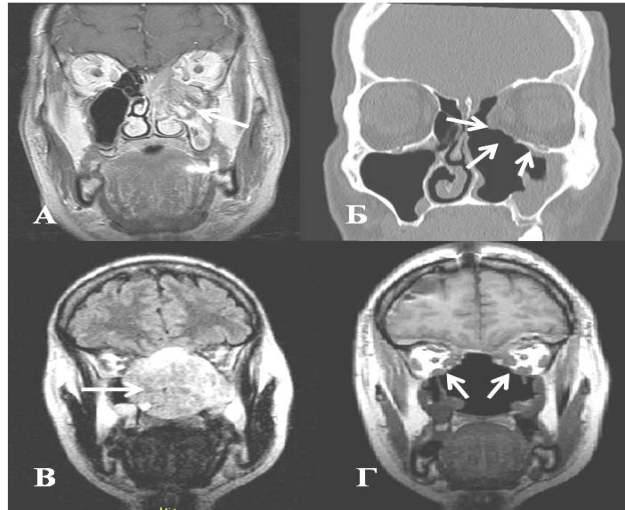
Контрольные томограммы пациентов после хирургического лечения.
